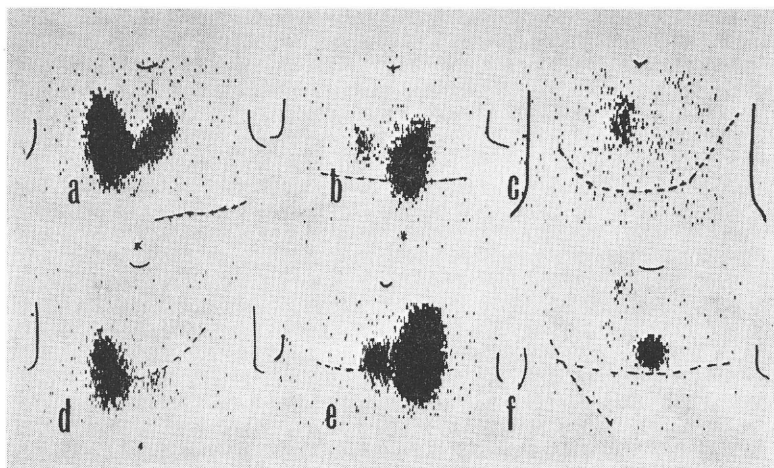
Post-operative thyroid scintigraphy of thyroid cancer and non-toxic nodular goiter.
